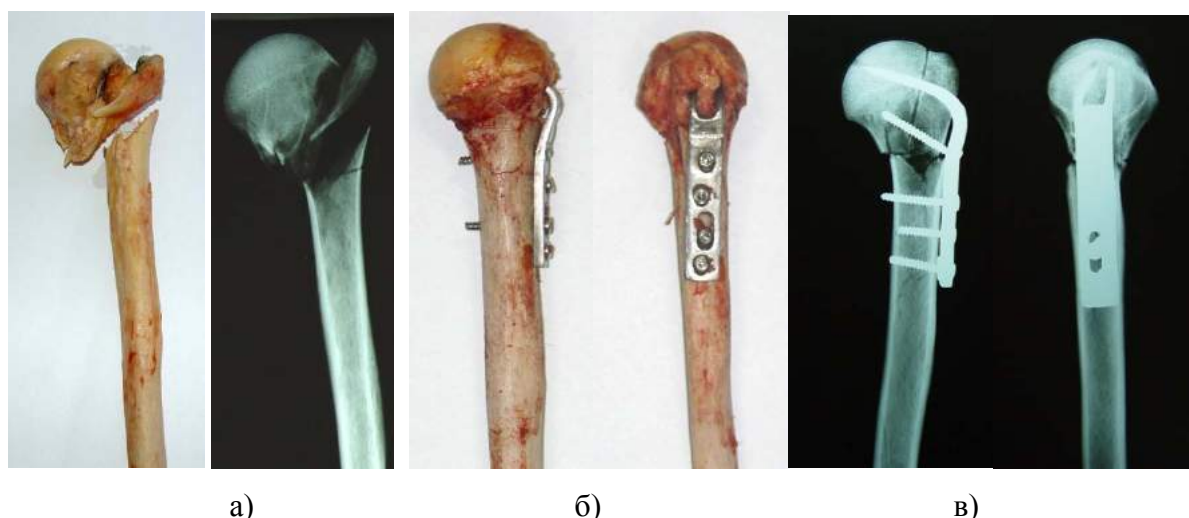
Внешний вид и фоторентгенограмма модели четырехфрагментного перелома ПОПК с конструкцией клинки №2: а – модель и фоторентгенограмма модели до синтеза; б, в – модель и фоторентгенограмма модели после синтеза конструкцией клинки №2 до начала исследования
